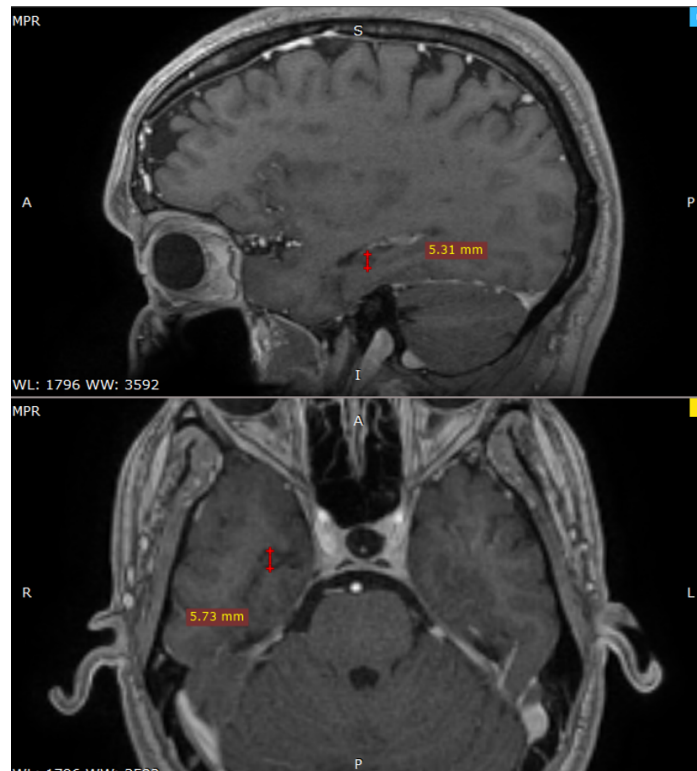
Exemplo de Ressonância Magnética de Controle Pós-Termocoagulação por RF. Sequência ponderada em T1, isotrópica com 1mm e injeção de gadolínio. Paciente P007, evidenciando parte das lesões pós-termocoagulação por RF, eletrodo B na imagem sagital (superior) e eletrodo A na imagem axial (inferior).
